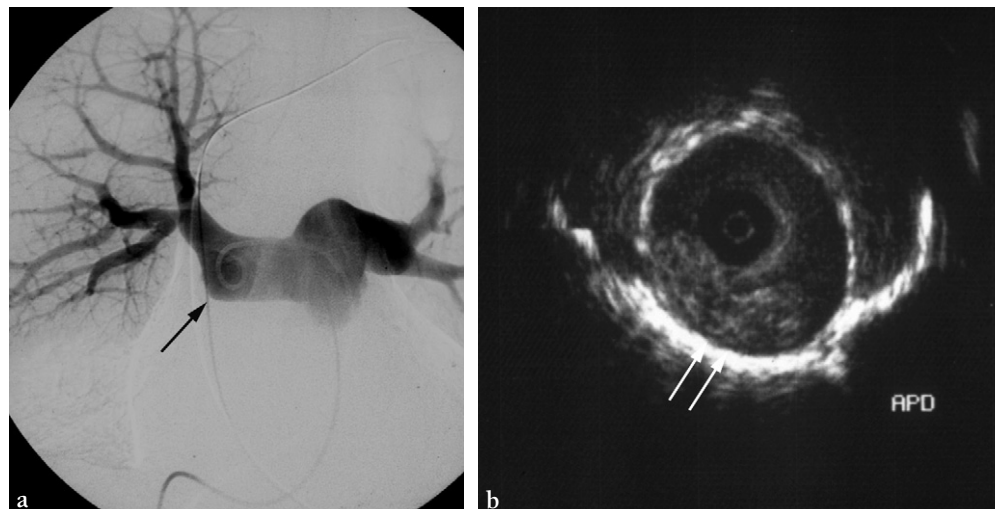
Maladie thromboembolique chronique en échographie endovasculaire. Angiographie pulmonaire sélective droite (a) et échographie endovasculaire (b).
